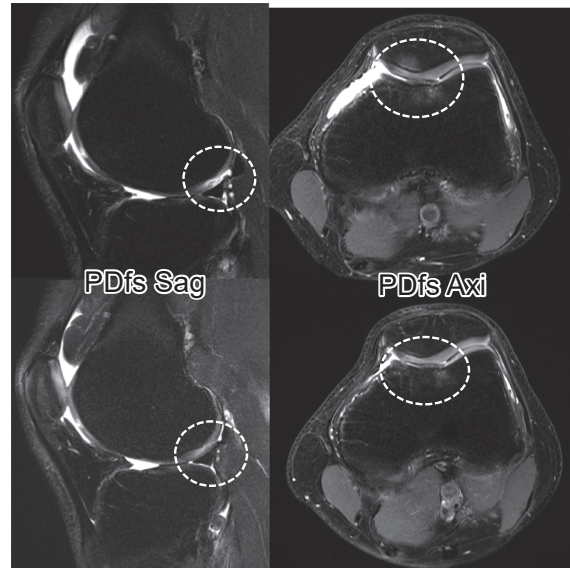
【関節内代表症例】症例⑥ PRP 投与後のMRI (PDFs) 経過
